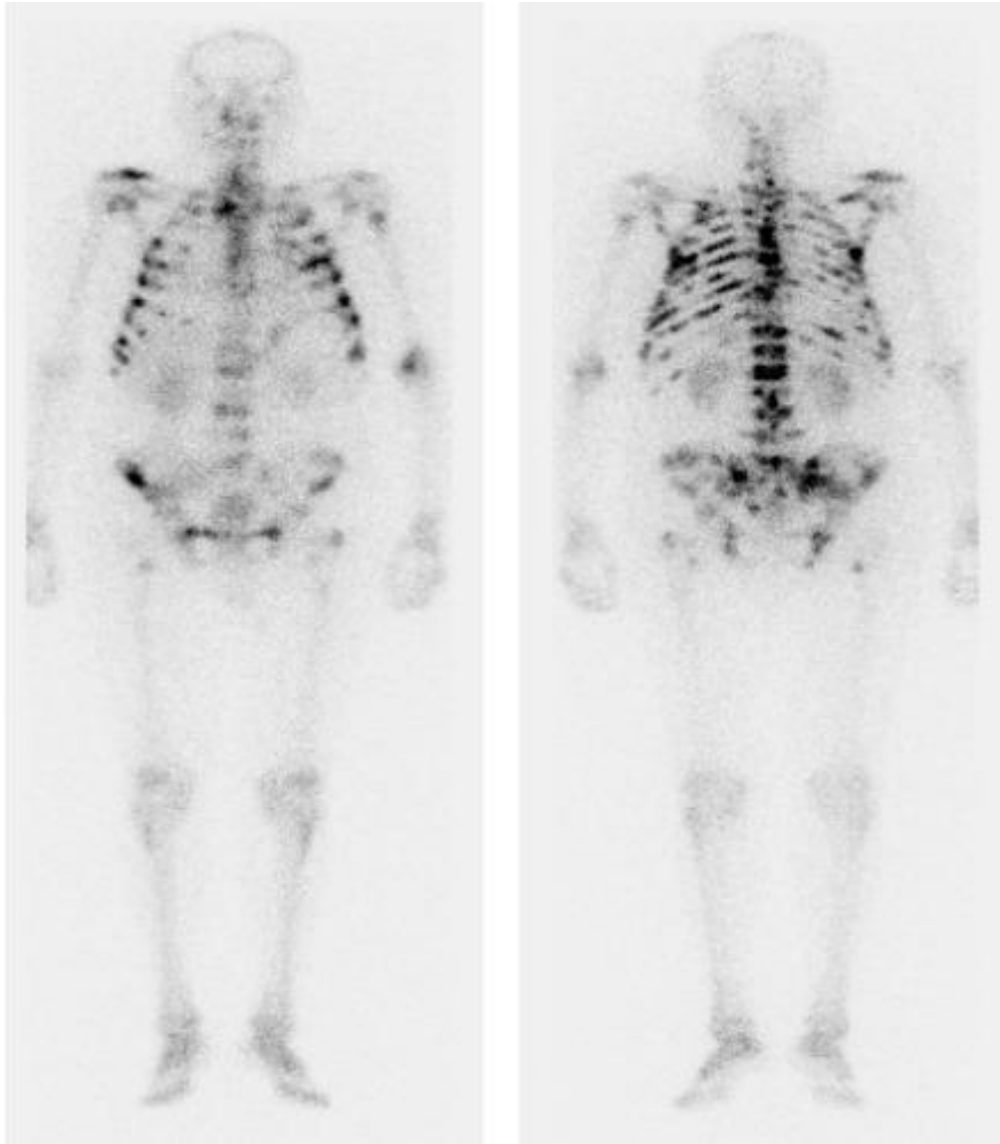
Cílená scintigrafie skeletu
